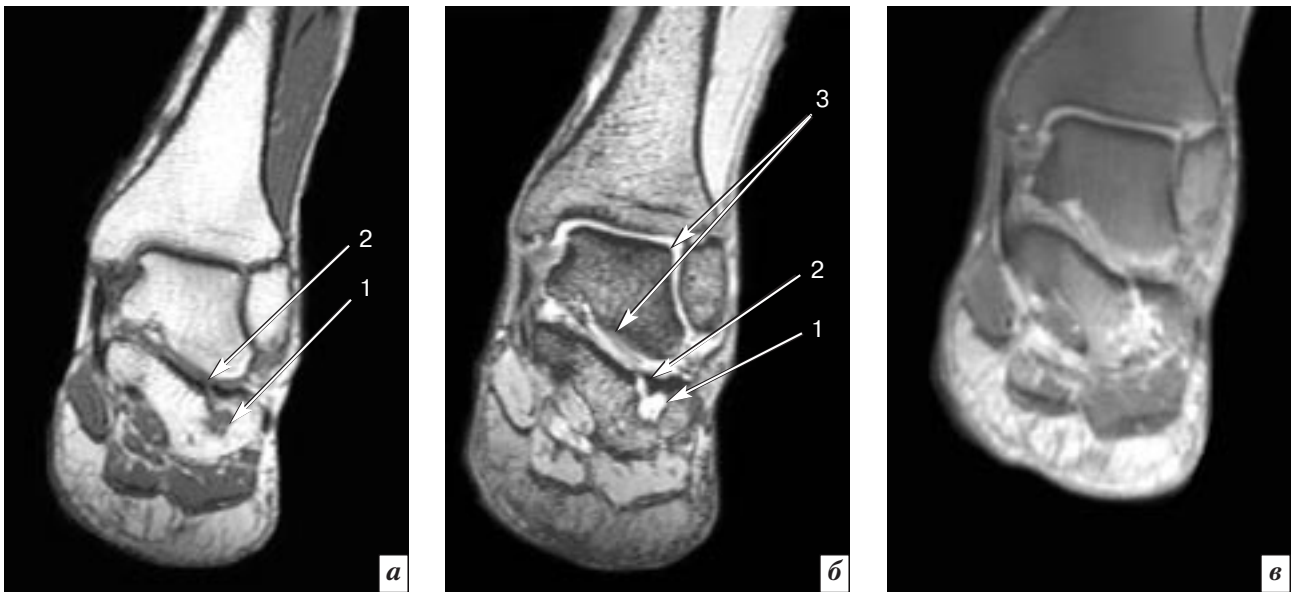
МРТ левого голеностопного сустава и стопы (на уровне таранной и пяточной костей) во фронтальной проекции: Т1-ВИ (а) и Т2-ВИ (б) в пяточной кости – определяется внутрикостный тофус (1), отмечается деструкция суставного хряща на этом уровне (2), синовит голеностопного и подтаранного суставов (3); Т1-ВИ (в) с контрастным усилением – отмечается накопление контрастного вещества в тофусе и суставных полостях голеностопного и подтаранного суставов.
